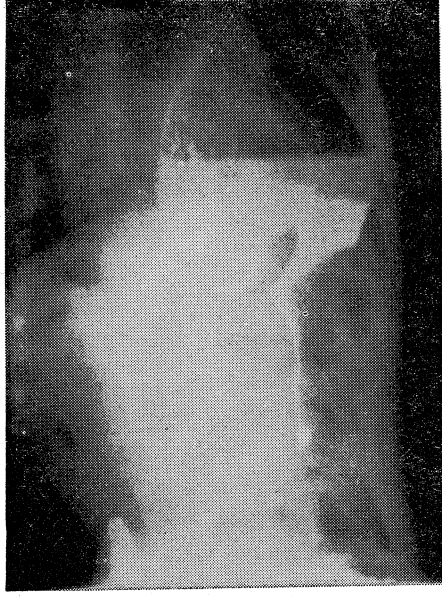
Hastanın direkt göğüs grafisinde sol diafragmanın yükselmiş olduğu raposedildi.
